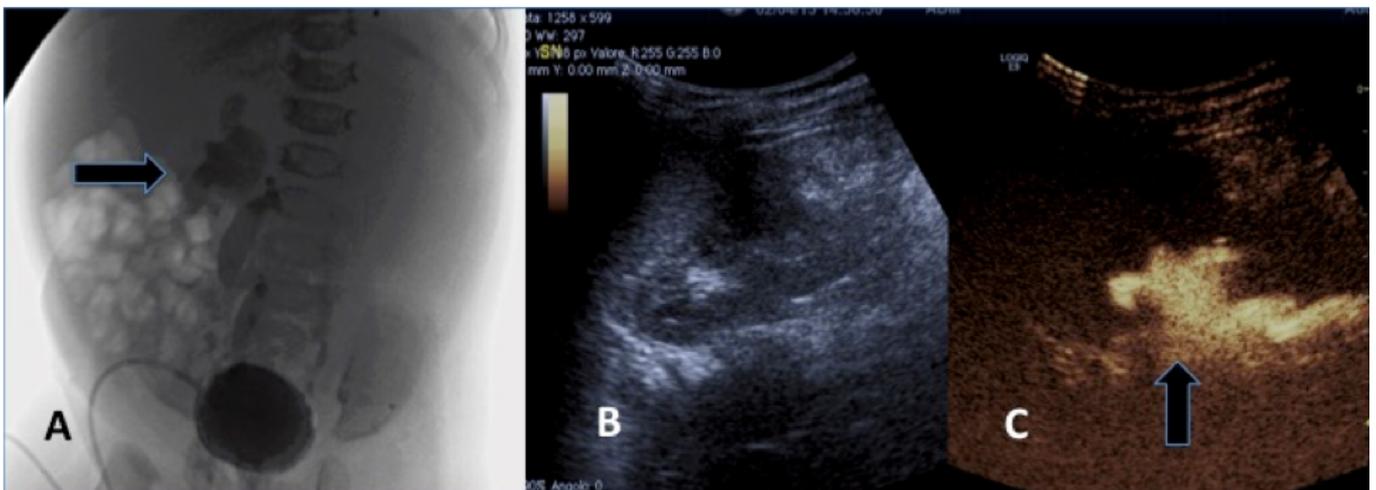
A. VCUG mostra VUR di alto grado del rene destro (freccia). B. Immagine ecografica longitudinale evidenzia il sistema collettore del rene destro con riduzione della differenziazione cortico-midollare, prima dell'introduzione del contrasto sonografico nella vescica urinaria. C. Scansione ecotomografica longitudinale, in imaging armonico, mostra reflusso di mdc nel sistema calico-pielico con dilatazione dei calici, del bacinetto e dell'uretere (freccia).
